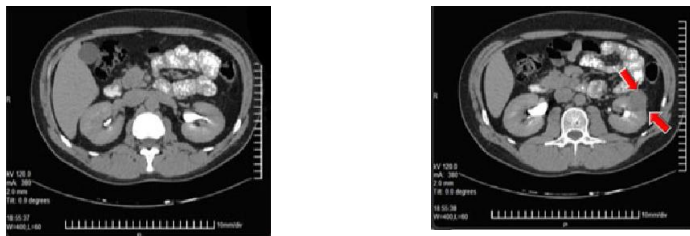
МРТ. Опухоль левой почки (указано стрелками)
